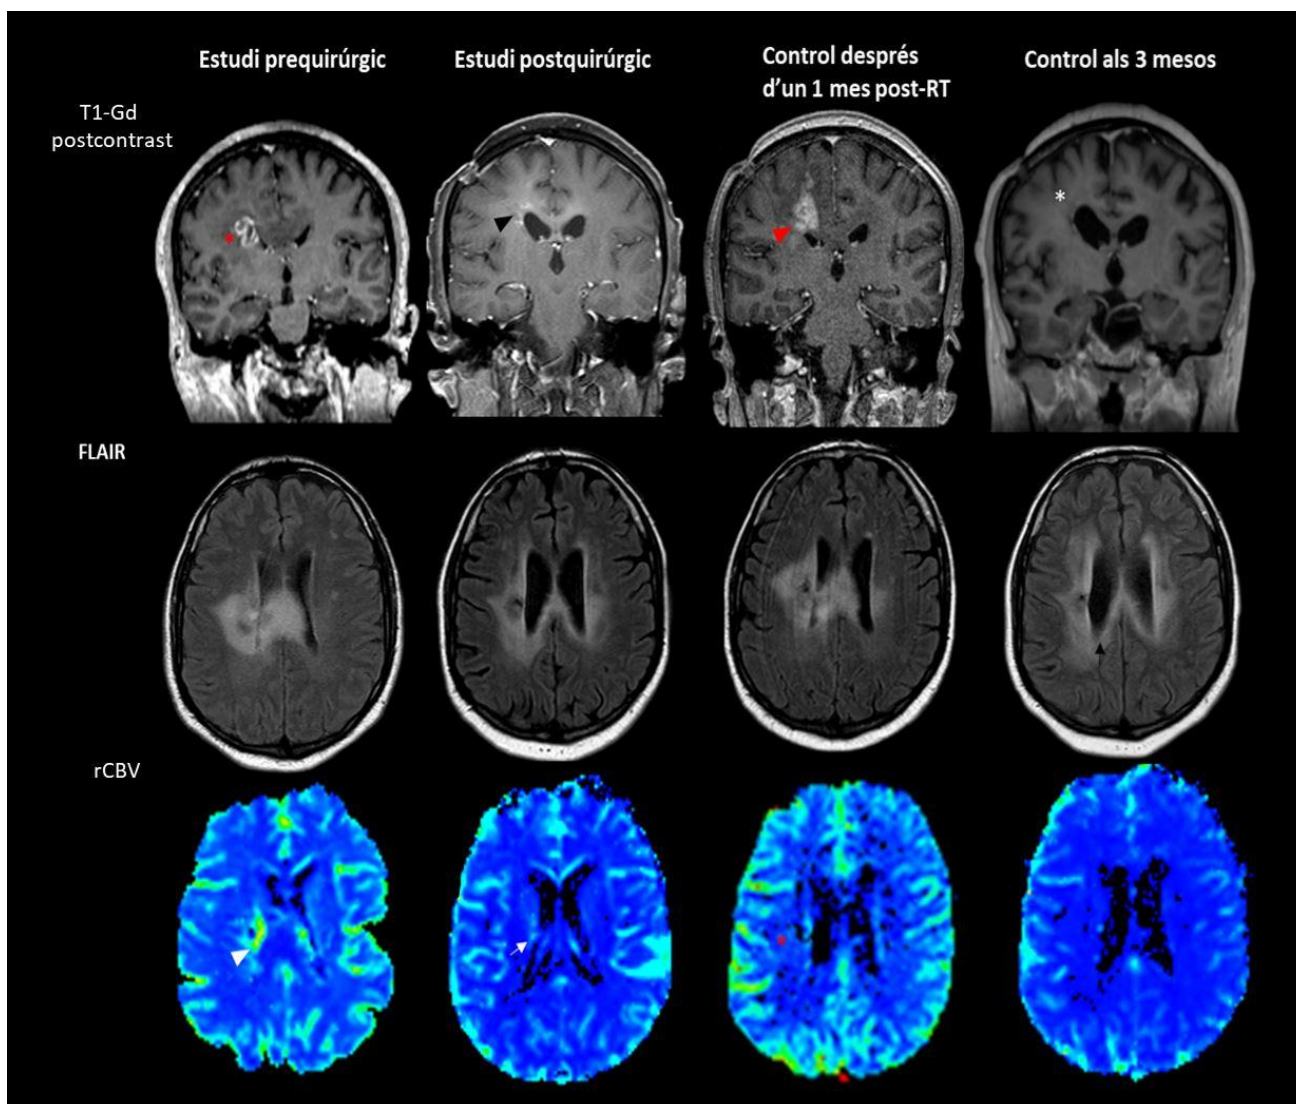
Pseudoprogessió tumoral. L'estudi prequirúrgic basal mostra un GB frontal dret (asterisc vermell), que contacta amb el sistema ventricular, amb valors incrementats de rCBV (cap de fletxa blanca). A l'estudi postquirúrgic realitzat a les 48 hores, s'aprecia una resecció incompleta, amb focus de captació de contrast (cap de fletxa negra) i subtil augment del rCBV (fletxa blanca). S'observa com aquesta lesió incrementa significativament de mida en l'estudi realitzat posteriorment a la radioteràpia (cap de fletxa vermella). Tanmateix, aquest increment no s'acompanya d'un augment en els valors paramètrics de rCBV (asterisc vermell), i per tant, és suggestiu de pseudoprogessió. En darrer terme, el control als 3 mesos mostra criteris de resposta terapèutica completa, amb desaparició dels focus de captació de contrast (asterisc blanc) i reducció de l'àrea d'hiperintensitat en FLAIR (Elaboració pròpia).
